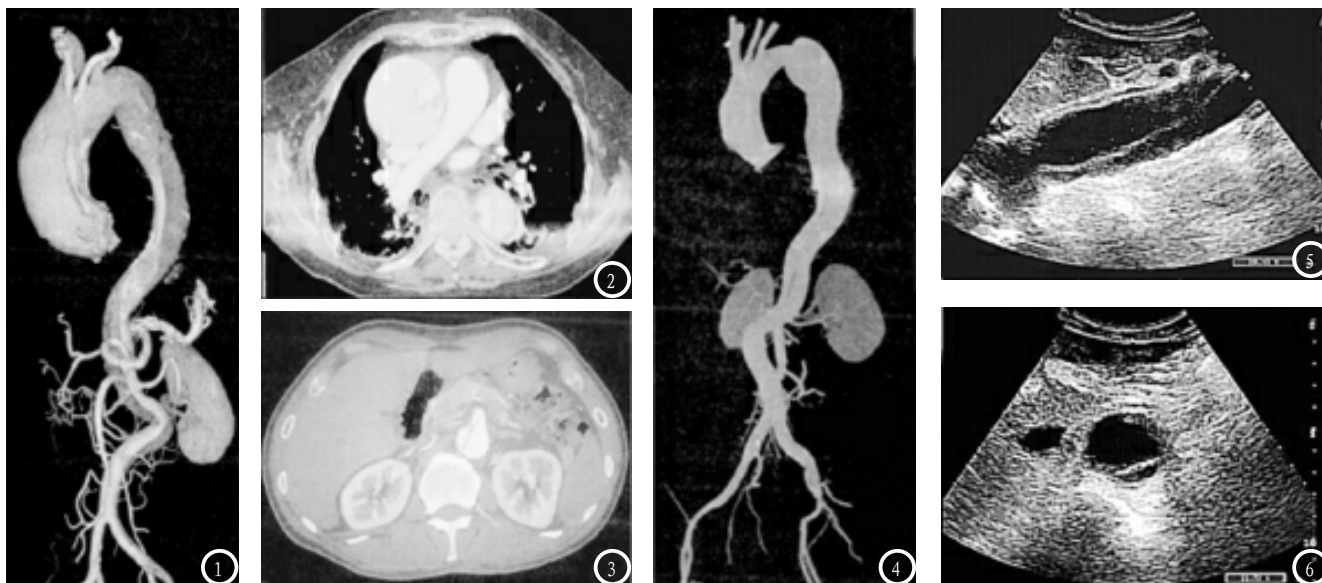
64排CTA诊断主动脉夹层: 图1-2为Stanford A型患者, 其中图1为右肾动脉起始部位狭窄, 同时伴有右肾缺血; 图2为假腔边缘呈鸟嘴样表现。图3-4为Stanford B型患者, 其中图3为肠系膜上动脉开口于真假腔; 图4为腹腔干起始部位狭窄, 同时伴有血栓形成。图5-6 超声心动图诊断主动脉夹层: 图5为腹部主动脉长轴内膜样回声; 图6为主动脉横膜腔内隔膜放射状物。
